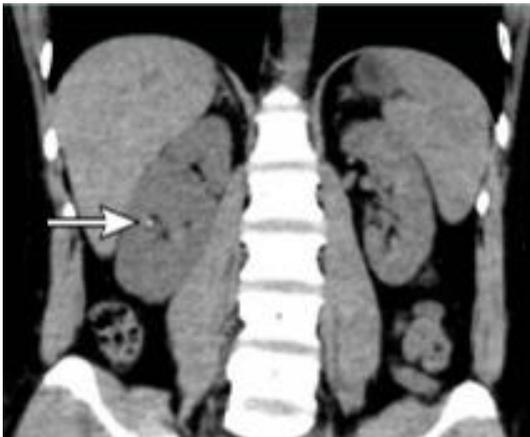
Imagen de reconstrucción coronal del abdomen a partir de una TC sin contraste que muestra un cálculo de 3 mm (flecha) en el cáliz renal derecho (27).
